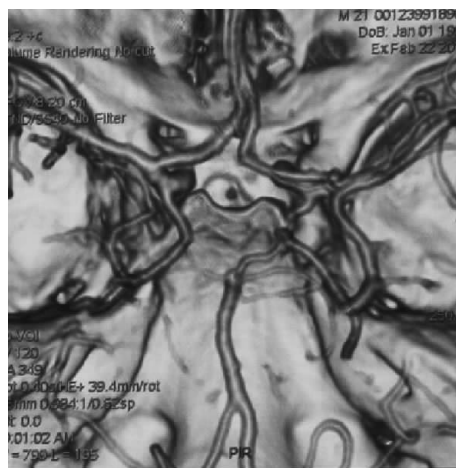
DSA 检查阴性患者, 2 周后复查头颅 CTA 未见异常
